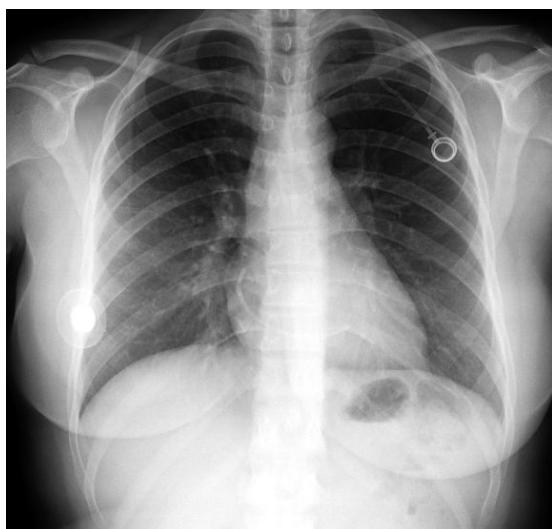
X-ray showing the reservoir and part of the catheter implanted in the left thorax, with the greater part of the catheter embolized in the cardiac area.
